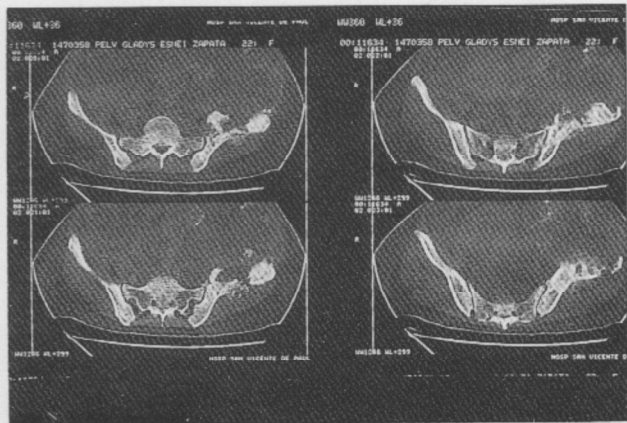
Tomografía axial computarizada que muestra masa que compromete ambas corticales del iliaco izquierdo y que rechaza los órganos del hemiabdomen inferior, con zonas osificadas en su interior.
